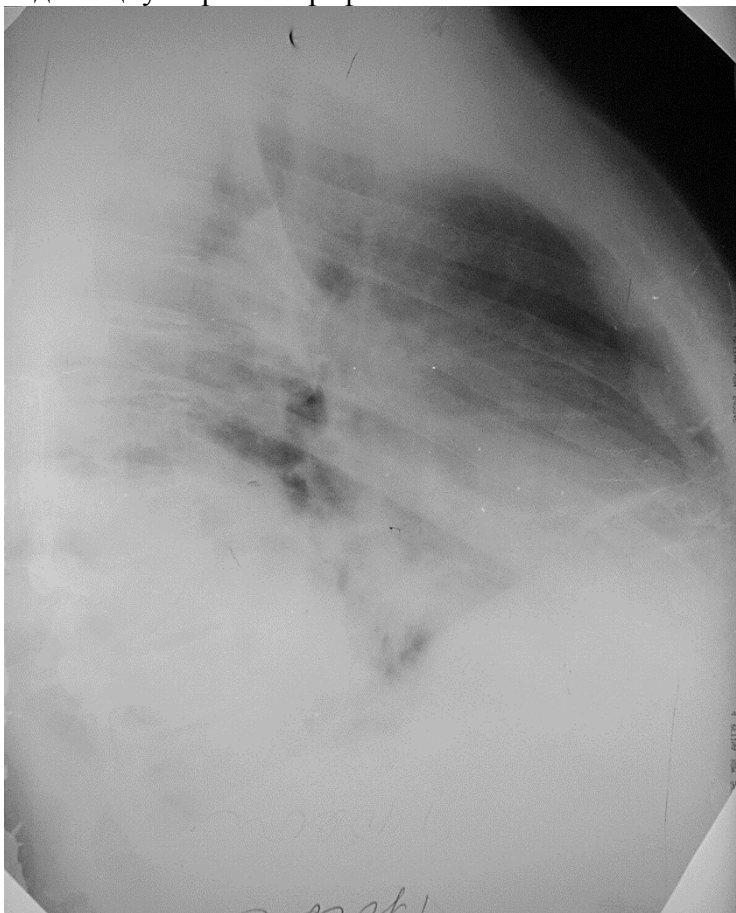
Оглядова бокова рентгенограма. Затемнення кардіодіафрагмального кута і костовертебрального синуса
